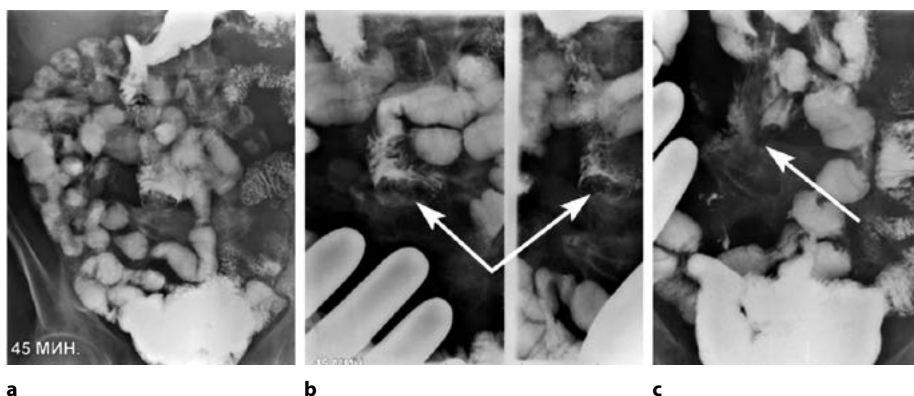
Энтерография выполнена по ускоренной методике Михайлова – Ильяшевич с использованием водно-бариево-сорбитной смеси: а – обзорная рентгенограмма на 45-й минуте; б – прицельная рентгенограмма на 45-й минуте. Разрастание грануляционной ткани в двенадцатиперстной кишке на уровне восходящей ее части. Четкой связи с другими петлями кишечника не выявлено; с – прицельная рентгенограмма на 90-й минуте. Имеется сообщение между двенадцатиперстной кишкой в ниже-горизонтальной ветви с петлей сигмовидной кишки
